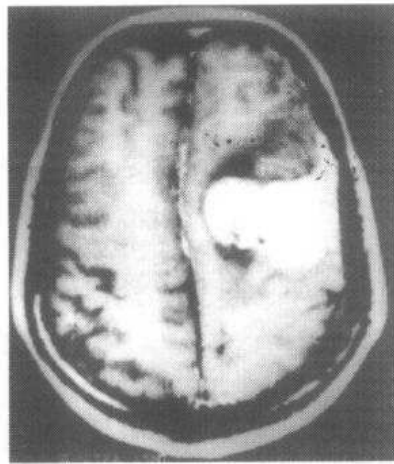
左颞叶脑膜瘤 MRI 增强图像, 可见肿瘤均匀强化, 瘤周中度水肿
